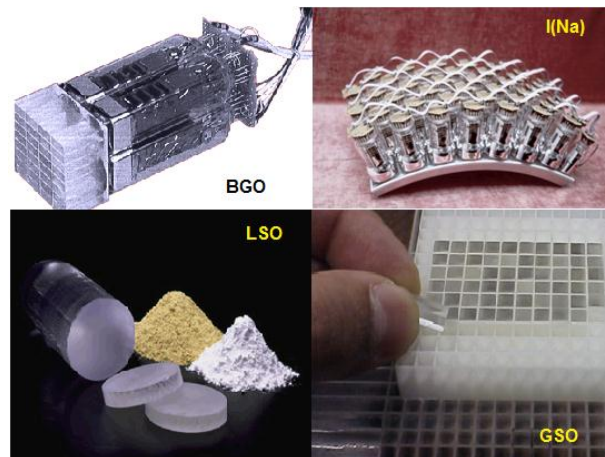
Cristales de centelleo comúnmente empleados en PET.
